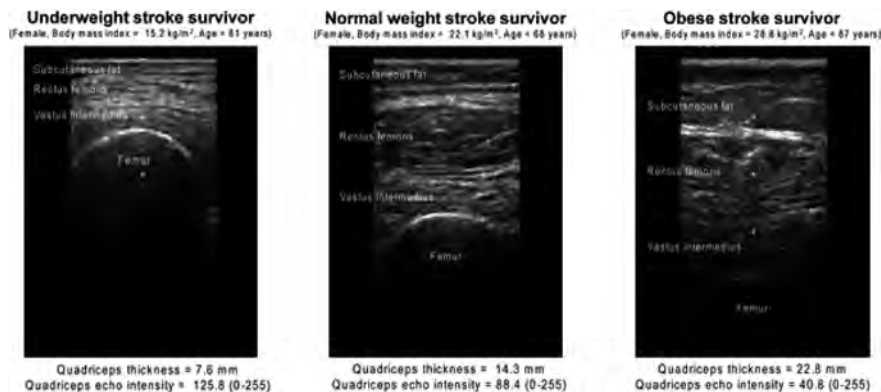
低体重脳卒中患者、標準体重脳卒中患者、肥満脳卒中患者の大腿四頭筋の超音波画像 (文献36から引用: licensed under Creative Commons Attribution 4.0)
